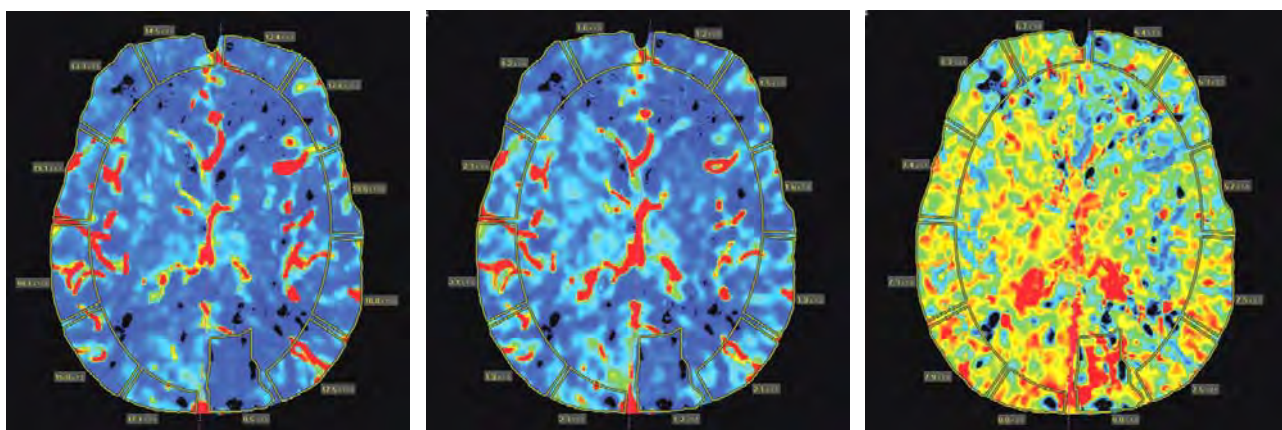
КТ-перфузиография головного мозга дооперационная: критически измененные показатели CBF, CBV, MTT
